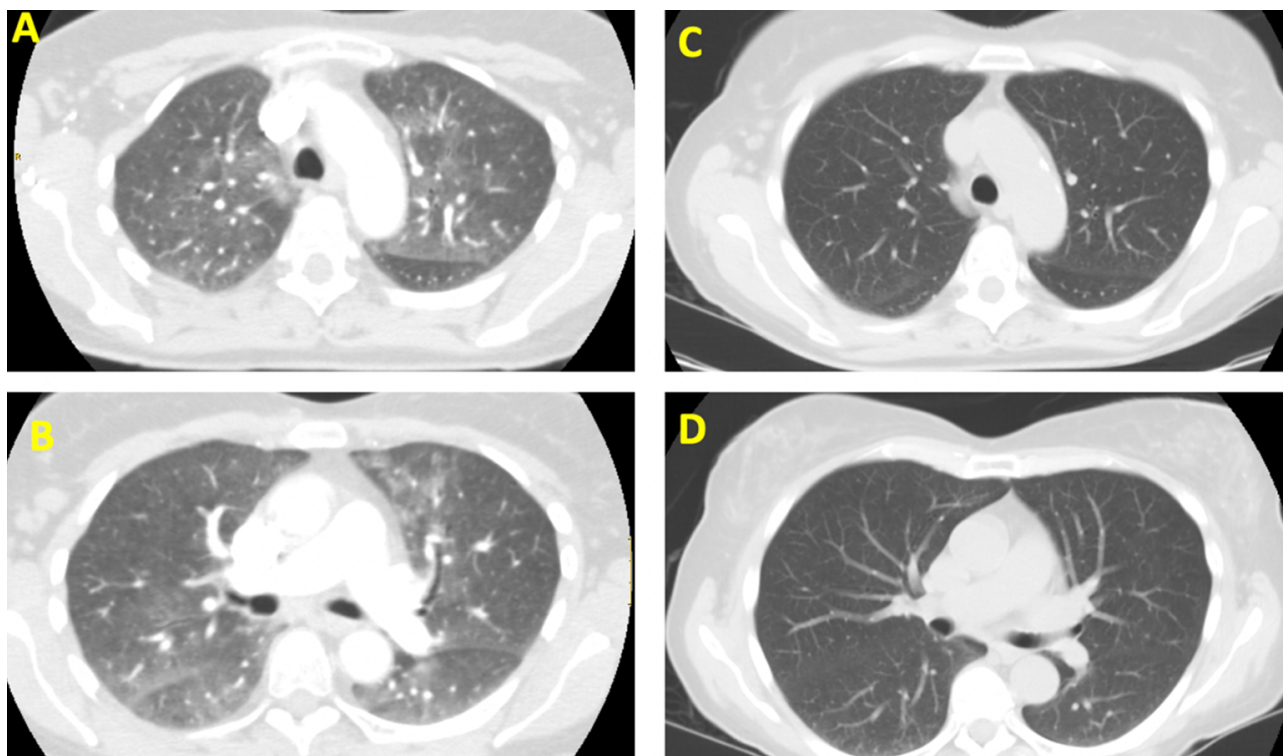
Cortes de TC de tórax en ventana de parénquima pulmonar. Las imágenes A y B muestran el parénquima cuando la paciente acudió a urgencias; compatible con patología intersticial. Las imágenes C y D muestran la resolución de la patología tras instauración de tratamiento correcto (día 7º tras retirar MTX y corticoterapia intravenosa).
